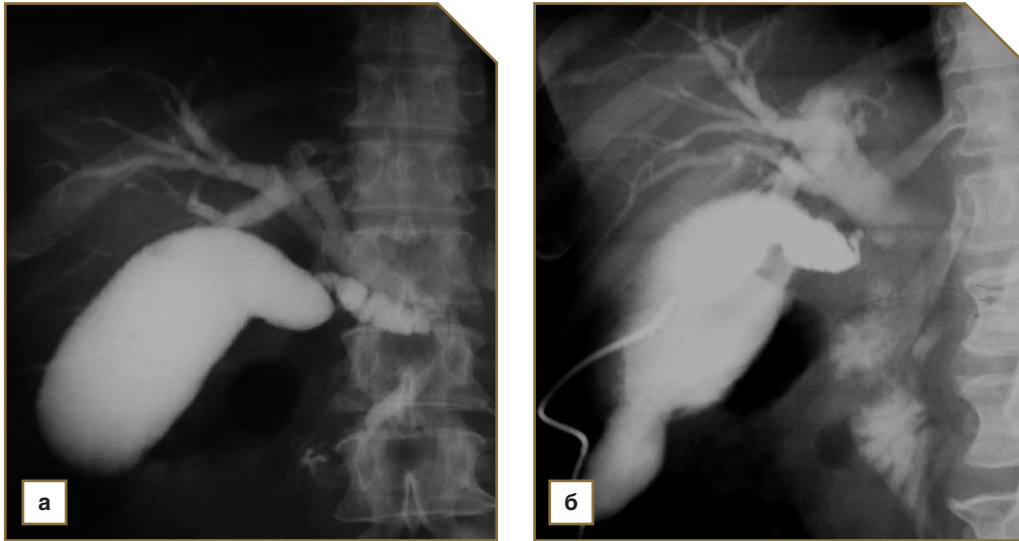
Фистулограммы больной Ч., 60 лет: а — прямая проекция, б — косая проекция. Состояние после холецистостомии. Рентгенологическая картина полного низкого билиарного блока (рак головки поджелудочной железы) с резко выраженной желчной гипертензией. Культя холедоха — цилиндрическая, с четкими контурами
